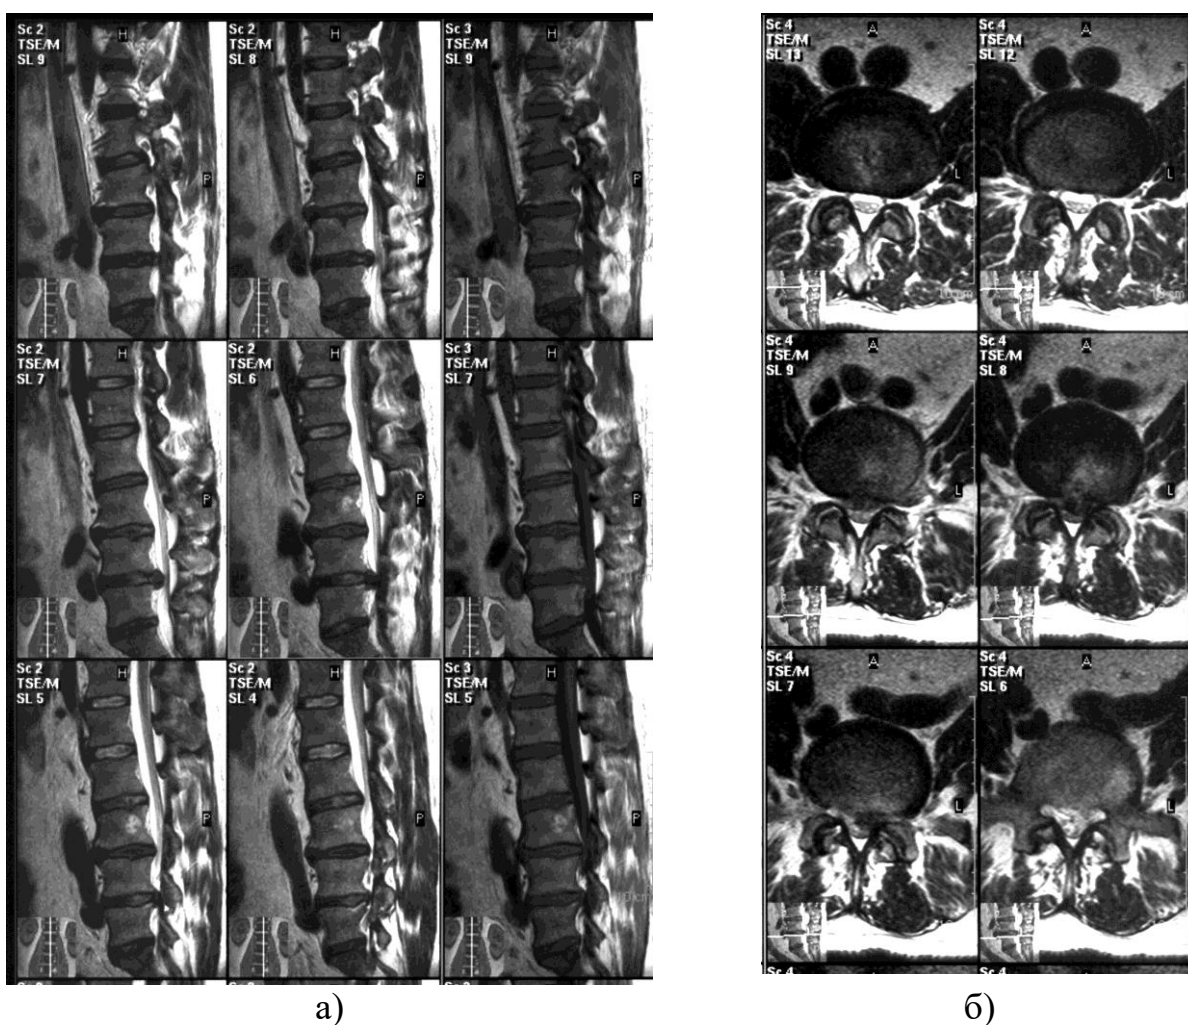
Фотовідбитки комп'ютерної томографії хворого І., 55 років (і.х.№64383) з дегенеративним сколіозом поперекового відділу хребта: наявність грижі L<sub>4</sub>-L<sub>5</sub> диска; протрузії L<sub>3</sub>-L<sub>4</sub> і L<sub>5</sub>-S<sub>1</sub> дисків. Стеноз хребтового каналу (а); грубий асиметричний спондилоартроз та стеноз хребтового каналу (б).
